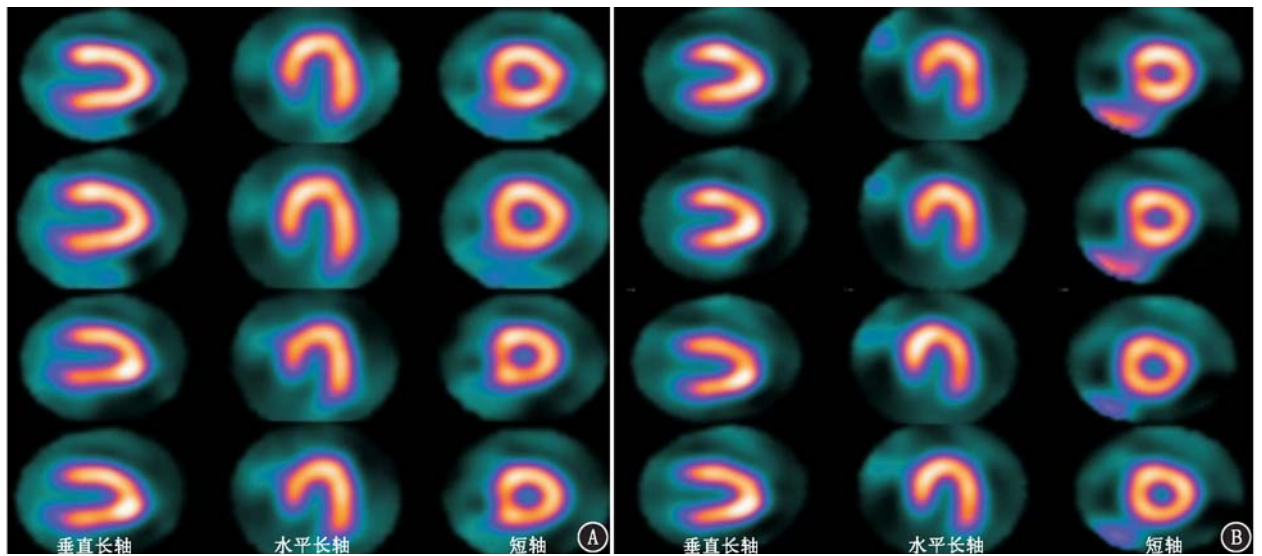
一日法静息/负荷⁹⁹Tc^m-甲氧基异丁基异脒(MIBI) 碲锌镉 SPECT(CZT-SPECT) 心肌灌注显像(MPI) 典型图像(每个切面取 1 帧)。A. 高剂量组患者(女,63 岁) 3 min(第 1 排)与 6 min(第 2 排)静息显像与 2 min(第 3 排)、4 min(第 4 排)负荷显像示灌注正常,注射剂量为静息 296 MBq,负荷 888 MBq,图像质量评价均为优秀;B. 低剂量组患者(女,78 岁) 4 min(第 1 排)与 8 min(第 2 排)静息显像与 3 min(第 3 排)、6 min(第 4 排)负荷显像示灌注正常,注射剂量为静息 155 MBq,负荷 481 MBq
